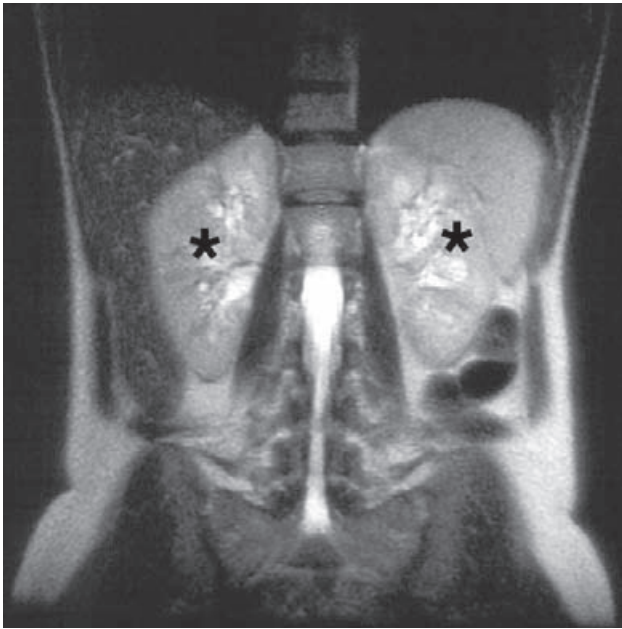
Resonancia magnética coronal del abdomen en la que se observan los riñones (*).
